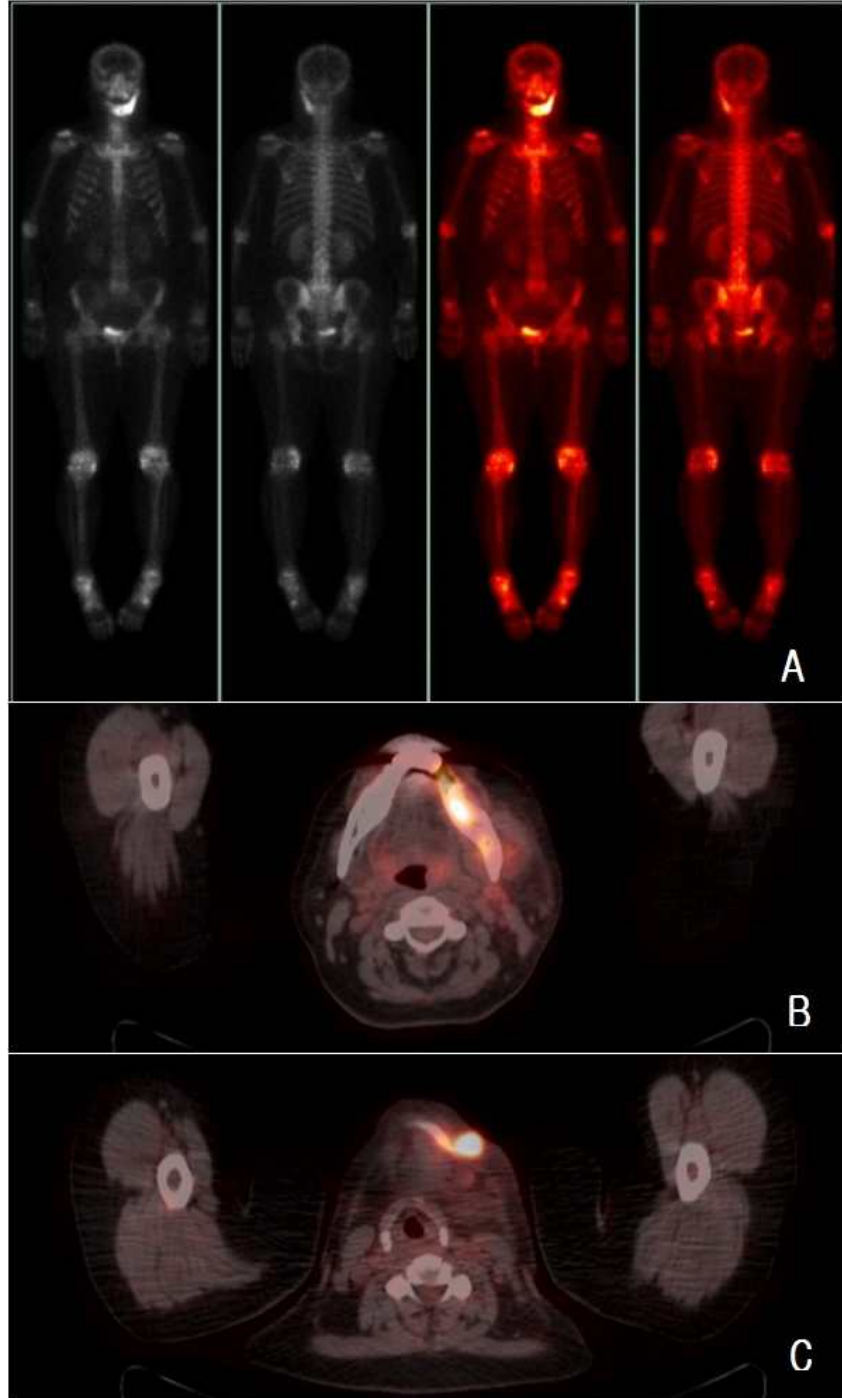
A: whole body bone scan shows high uptake in mandible from ramus to body, B: Pet CT scan shows several focal hypermetabolic activity along left mandibular area, C: Pet CT scan shows about 25 mm sized hypermetabolic lesion in and around submental area.
